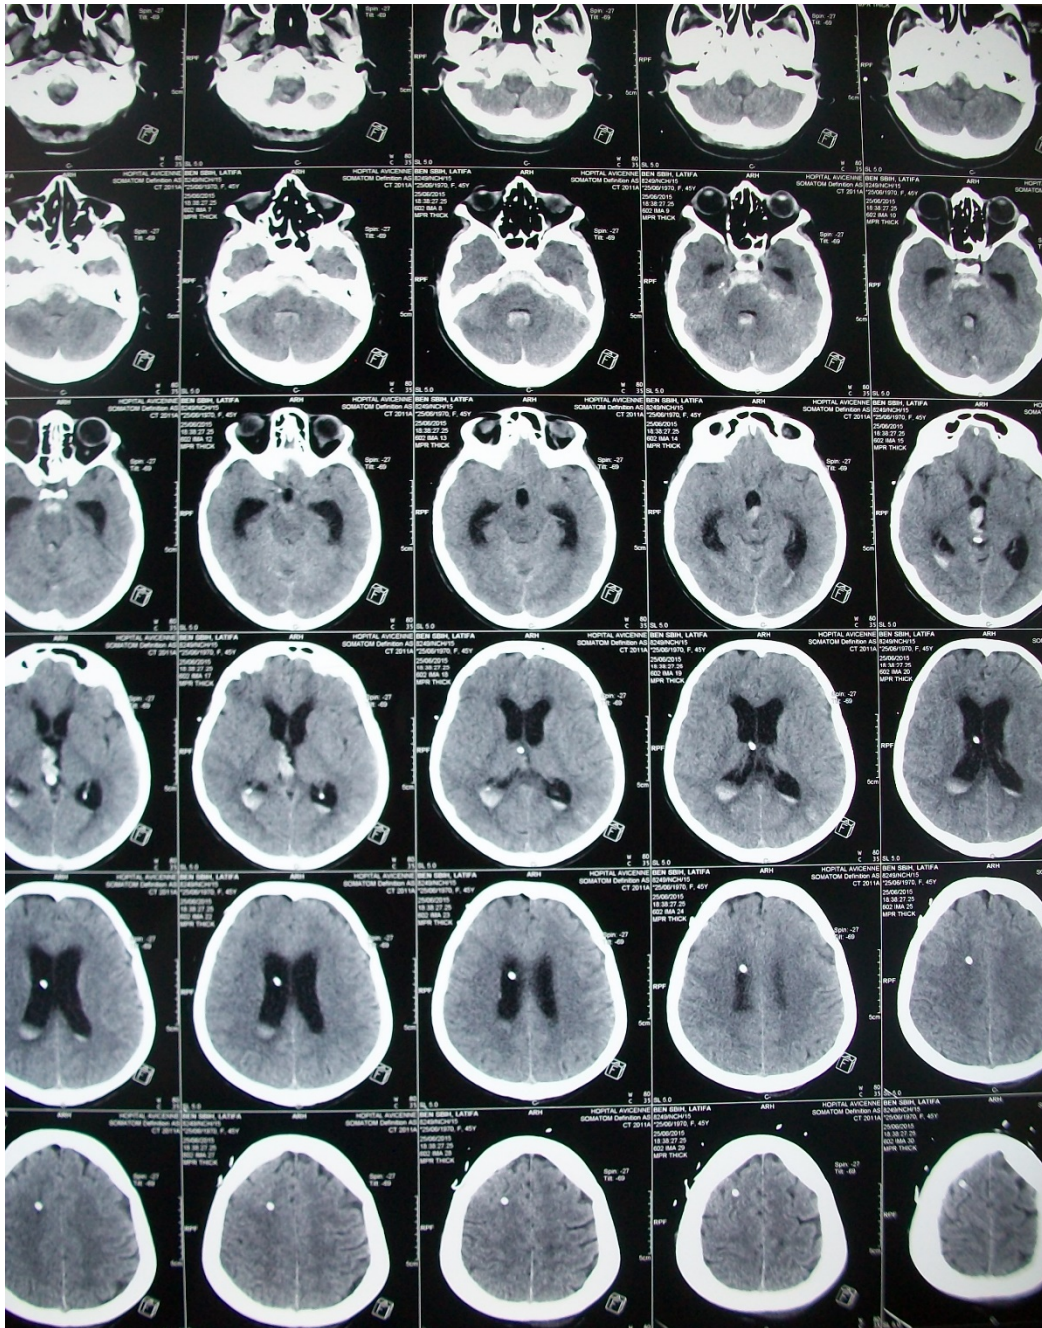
TDM cérébrale de contrôle de la DVE.
